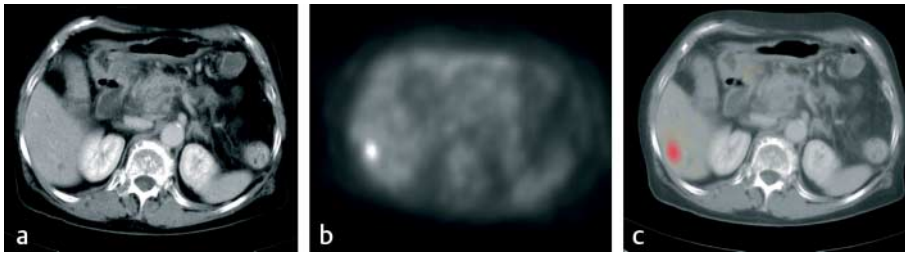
56-jähriger Patient mit einer Lebermetastase bei Pankreaskopfkarcinom. In der kontrastverstärkten 4-Zeilen-CT kein eindeutiger Tumornachweis, lediglich kleine Zyste (4 HU) im Segment 6 (a), in der <sup>18</sup>F-FDG-PET erhöhter Trace-Uptake in der Leber (b), in der Bildfusion eindeutige Zuordnung des PET-Herdes zu Segment 6 der Leber unmittelbar lateral der Zyste (c).
